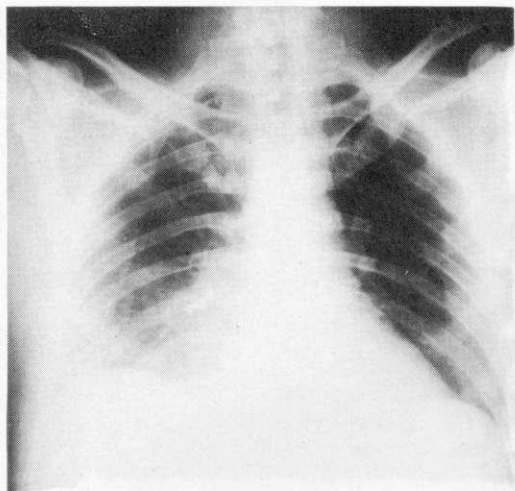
G.P. a. 59 - radiografia del torace in antero-posteriore che documenta la presenza del c.e. inalato nell'albero bronchiale e precisamente nel segmento paracardiaco del lobo inferiore di destra che appare addensato per la broncoostruzione.
